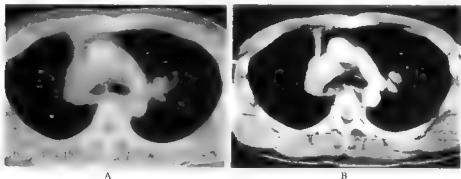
右肺上叶中央型肺癌,肺不张并右肺门及纵隔淋巴结转移(胸部CT增强扫描[肺窗(A)及纵隔窗(B)])
